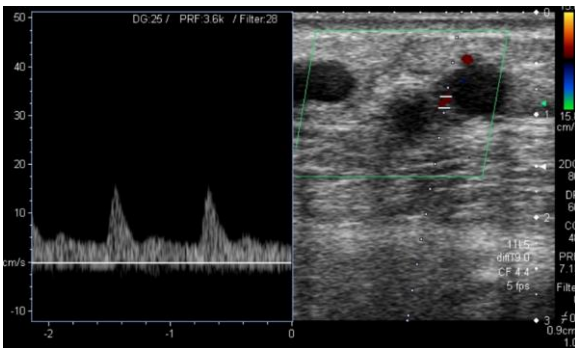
Flebitis superficial. Ecografía modo Doppler triplex (color y pulsado), muestra hiperemia en la pared de la vena inflamada. También se observa aumento de la ecogenicidad de la grasa adyacente inflamada.
